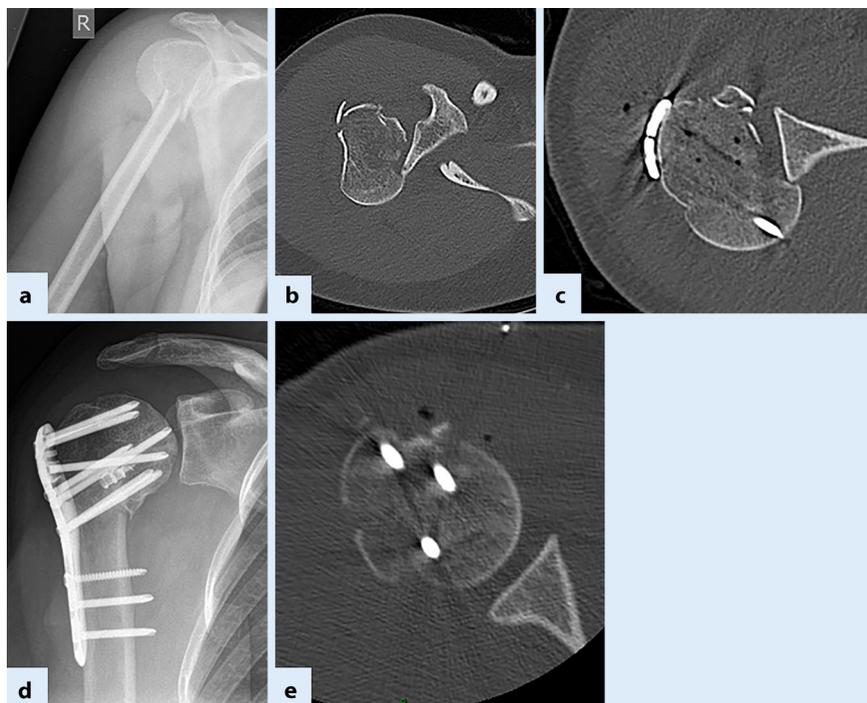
▲ 40-jährige Patientin, rechte Schulter, dorsale Luxationsfraktur (präoperative Röntgen- und CT-Aufnahmen: a a.-p., b axial); ex domo in dorsaler Luxationsfehlstellung osteosynthetisch versorgte proximale Humerusfraktur (Frakturfolge Typ II nach Boileau [8], postoperative CT-Aufnahme: c axial); plattenosteosynthetische Revision mit Augmentation der Imprimatzone, medialem Support durch Allograft, Medialisierung und Refixation der Subscapularissehne und der Bizepssehne mittels Fadenankern in Double-row-suture-bridging-Technik (postoperative Röntgen- und CT-Aufnahmen: d a.-p., e axial)
